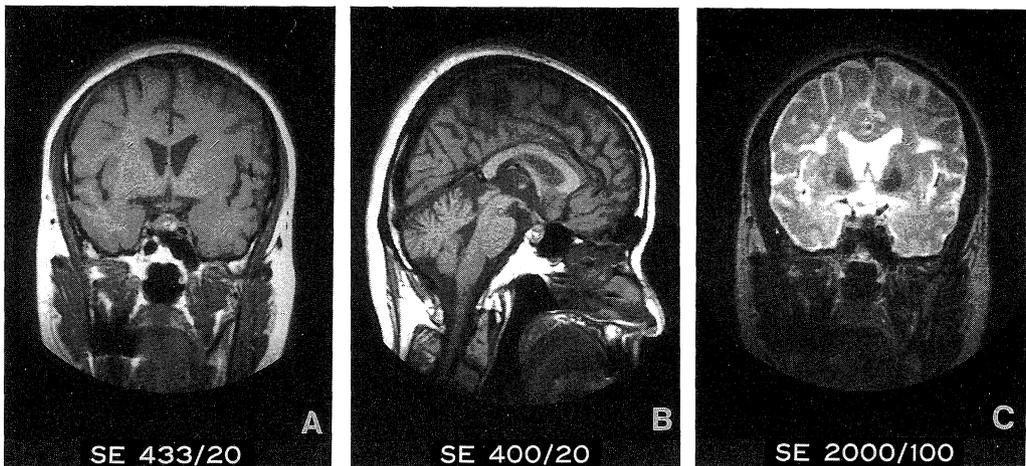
Case 2. T1-weighted coronal section (A, SE; 433/20) and sagittal section (B, SE; 400/20) shows infundibular displacement to the right and spotty hyperintensity area.
